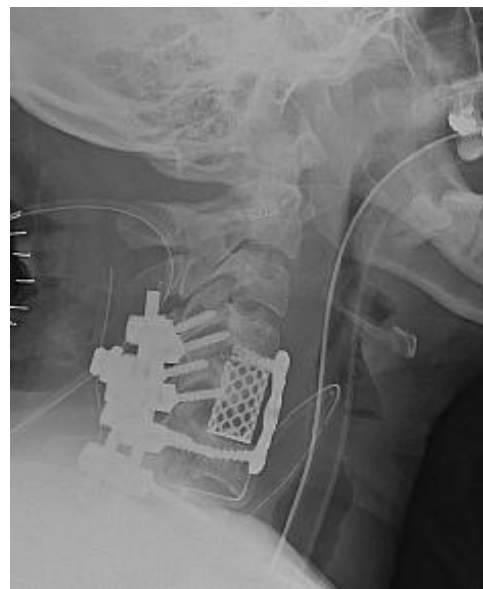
Post OP state of C-spine X-ray 2014. 7. 18
